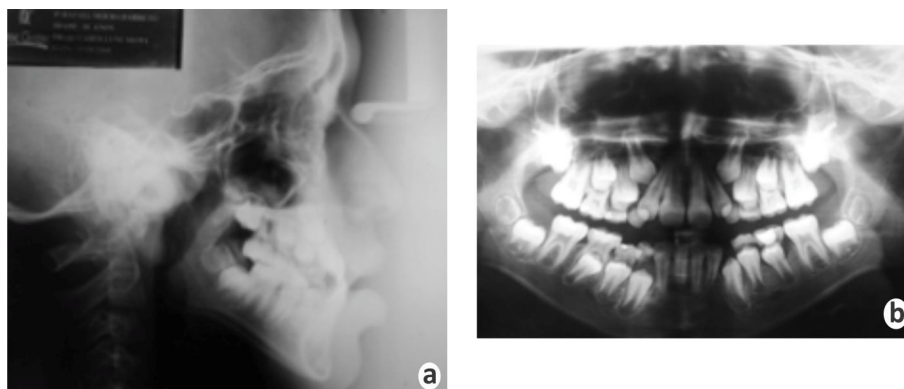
Radiografias iniciais, paciente com 10 anos e 1 mês: (a) cefalométrica e (b) panorâmica. Observa-se dentição mista e mandíbula protruída em relação a base do crânio.
